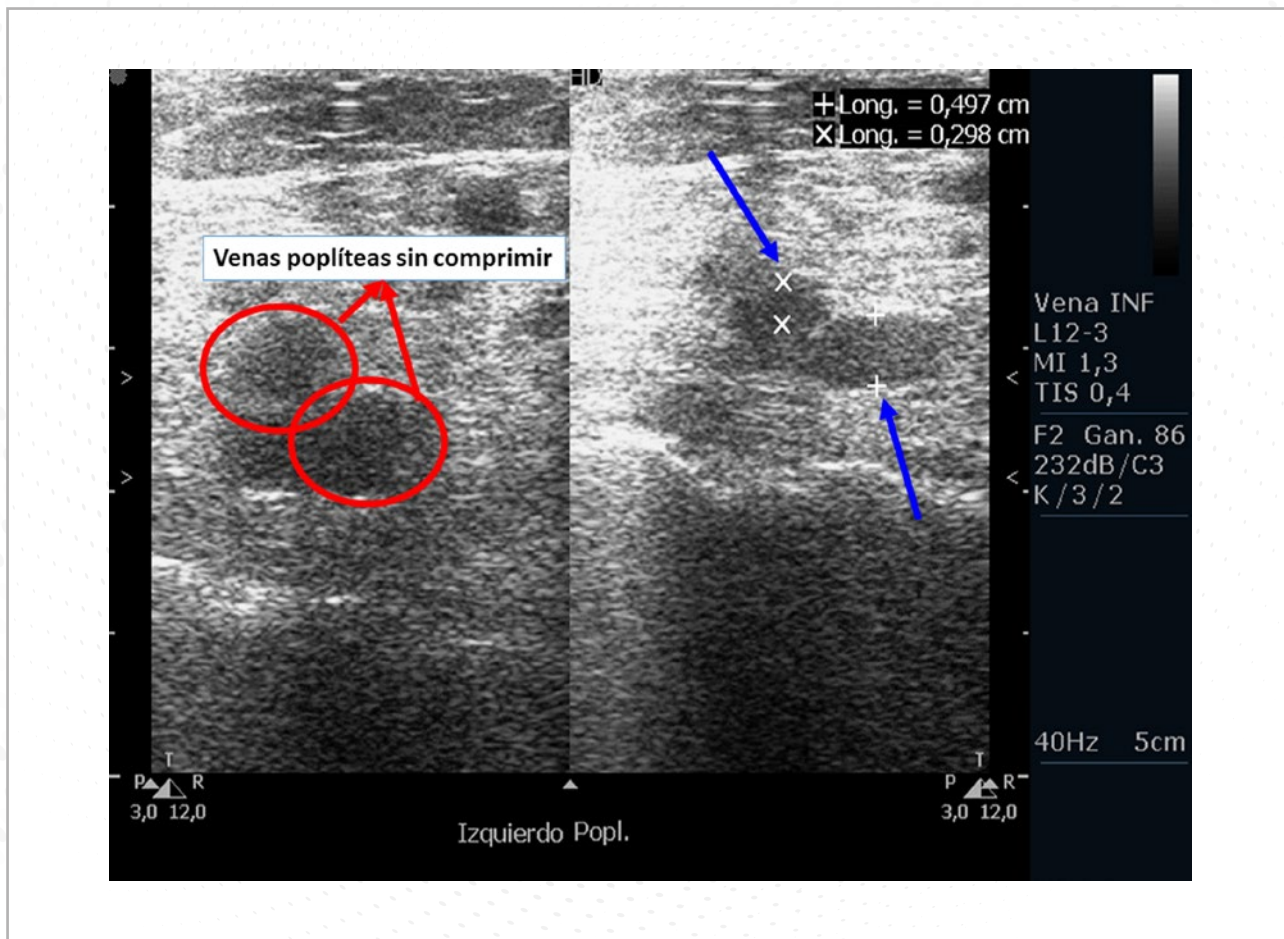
Ecografía compresiva de miembros inferiores que muestra la imagen de la izquierda sin comprimir (círculos rojos) y la imagen de la derecha comprimiendo y evidenciando un déficit de compresibilidad de las venas poplíteas del miembro inferior izquierdo (flechas azules).
